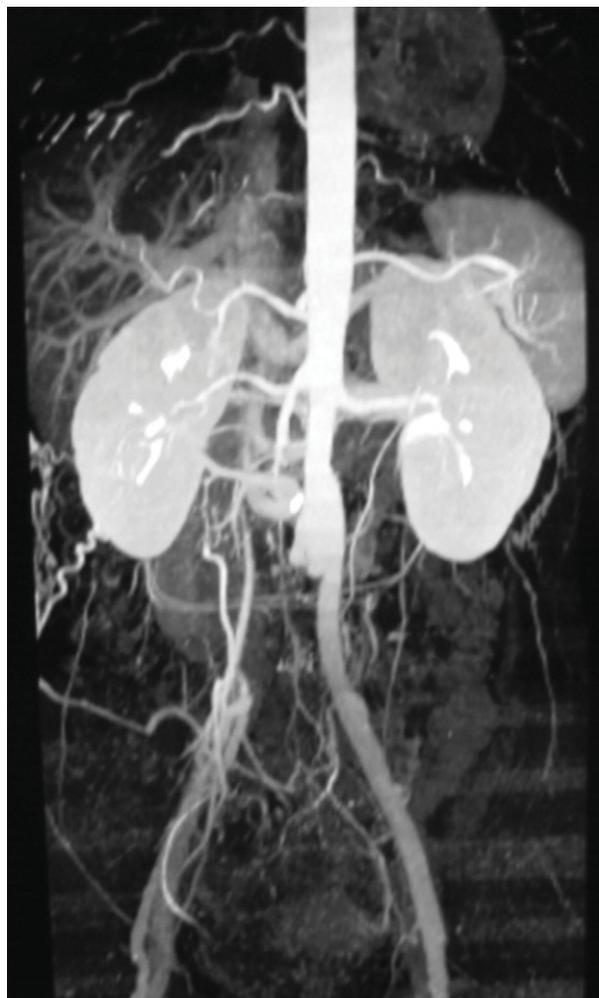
Foto portada. Angio-TC aorta abdominal: obstrucción completa de arteria ilíaca derecha con signos de circulación colateral a partir de arterias de pared abdominal y retrosumáticas.
